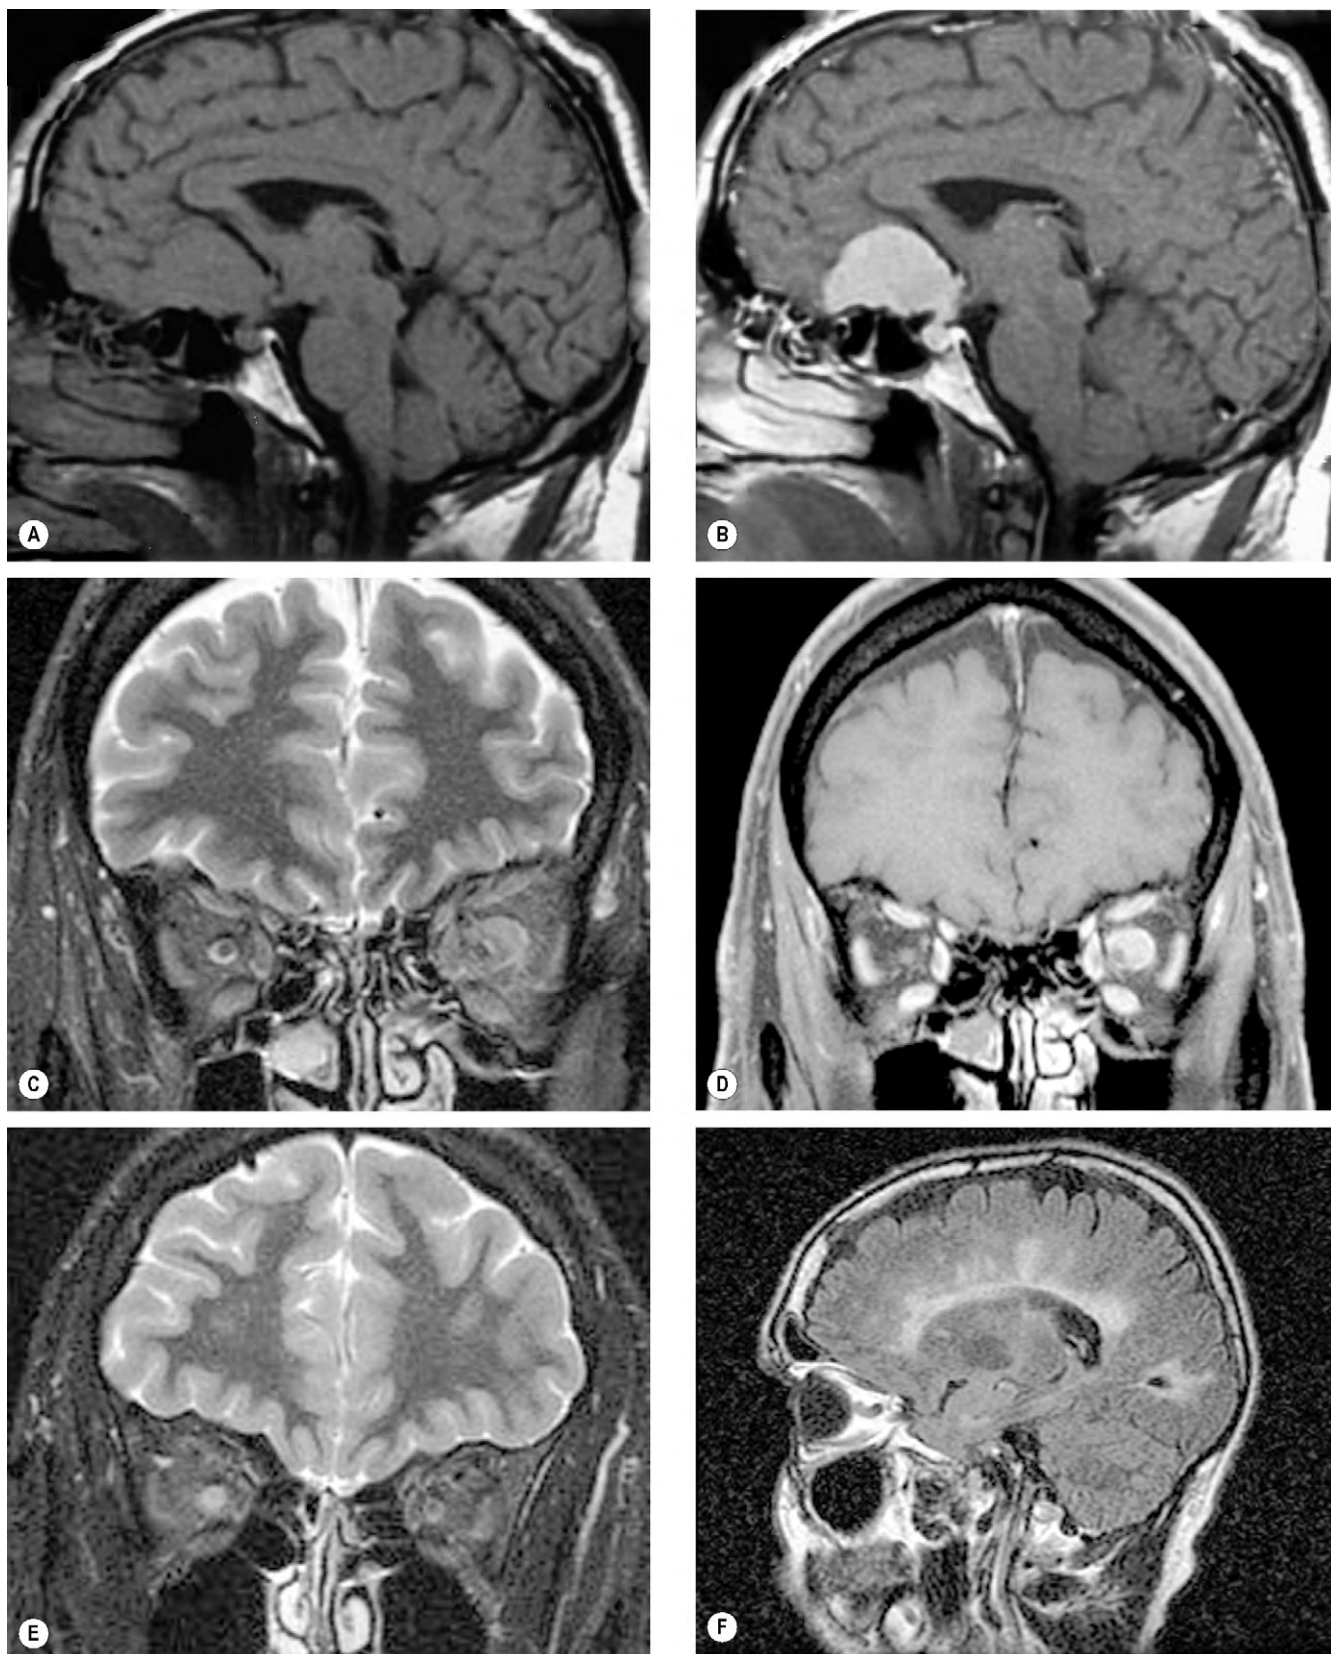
Técnicas de realce. (A) Imagen sagital precontraste potenciada en T1 de un meningioma (B) la imagen poscontraste muestra realce del tumor; (C) la imagen coronal STIR muestra una masa de intensidad de señal intermedia que rodea el nervio óptico izquierdo y es compatible con un meningioma de la vaina del nervio óptico (D) la imagen coronal con saturación de grasa y potenciada en T1 del mismo paciente muestra un realce homogéneo ávido del meningioma (E) la imagen coronal STIR de una neuritis retrobulbar derecha muestra una señal alta en el nervio óptico, con dilatación del complejo de la vaina del nervio óptico; (F) la imagen sagital FLAIR muestra múltiples placas periventriculares de desmielinización.
